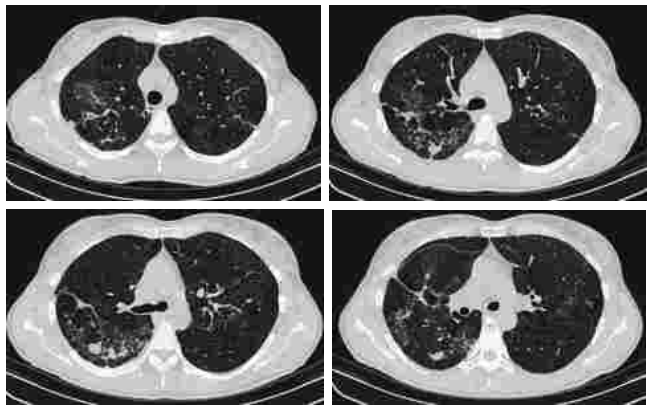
Компьютерная томограмма органов грудной клетки от 14.02.2015 — положительная динамика. Фото аторов
